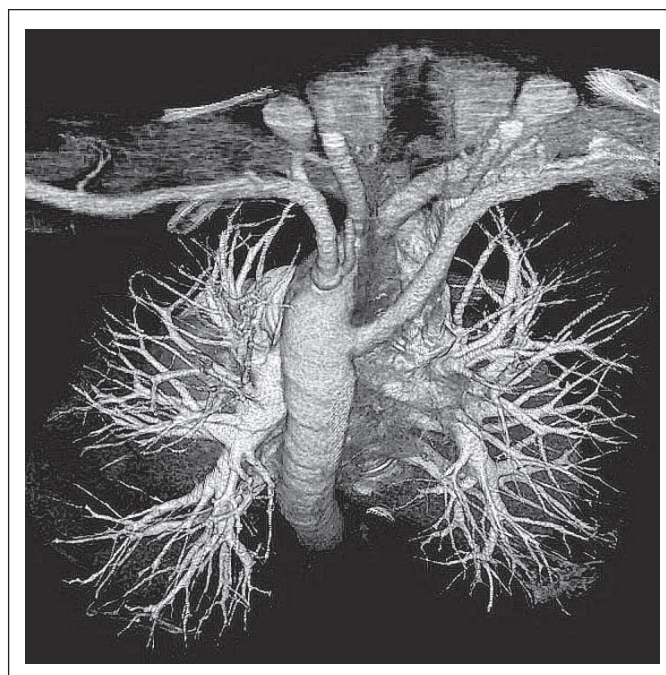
A. lusoria: Das Volume Rendering eines Spiral-CT-Datensatzes zeigt die aberrante A. subclavia dextra (A. lusoria), welche dorsal unterhalb des aortalen Scheitelpunktes entspringt und hinter Trachea und Ösophagus nach rechts zieht.
